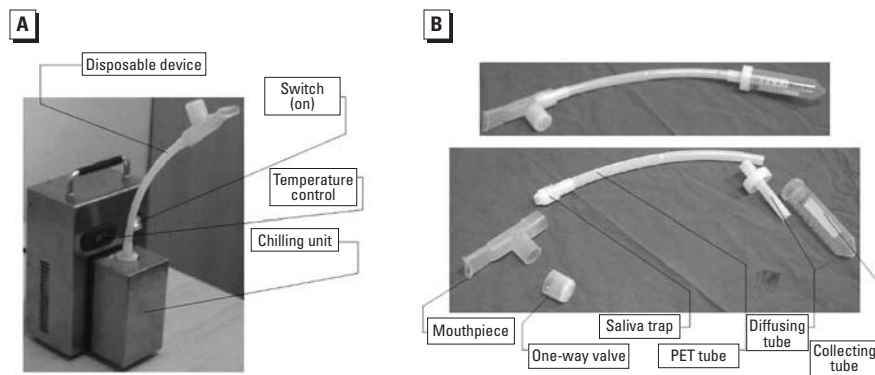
(A) TURBO-DECCS condenser. (B) DECCS-system disposable device. PET, polyethylene.
